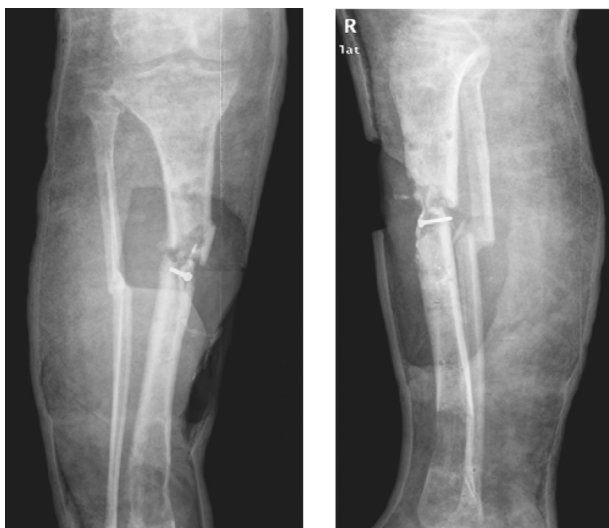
Рентгенограммы правой голени при поступлении в клинику
